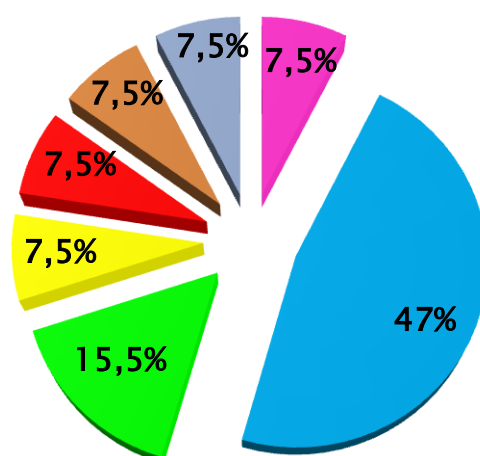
Répartition des données échographiques.
